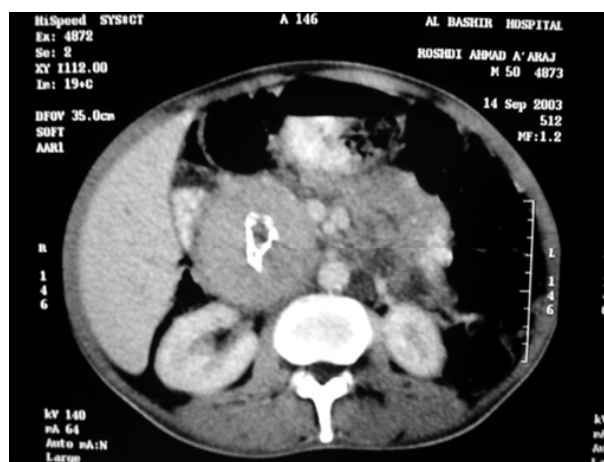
Computerized tomography scan showing huge mass in the head of pancreas with calcifications and central necrosis, liver, spleen and kidneys were free.
